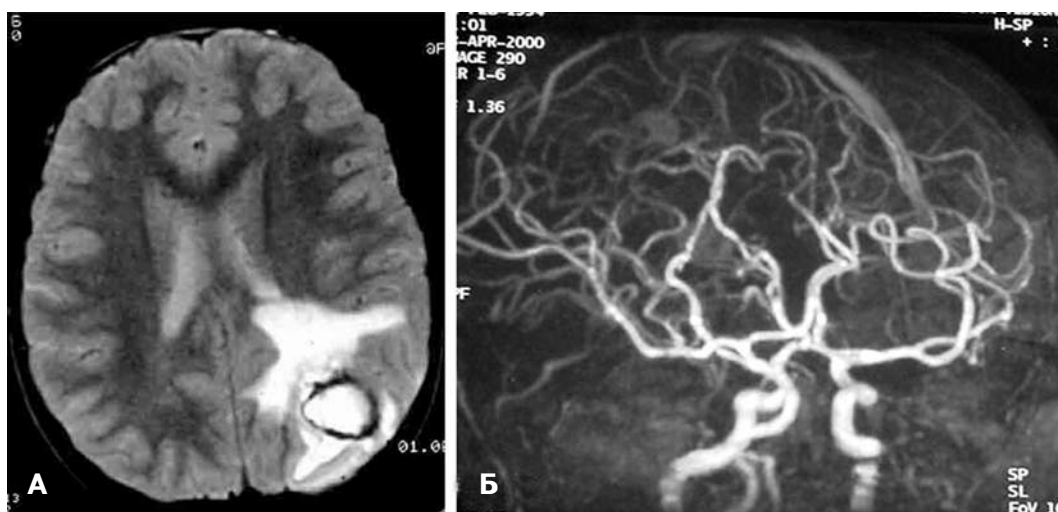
КМ левой затылочной области. А — МРТ в режиме Т<sub>2</sub>; Б — МРТ-АГ. КМ не контрастируется.
